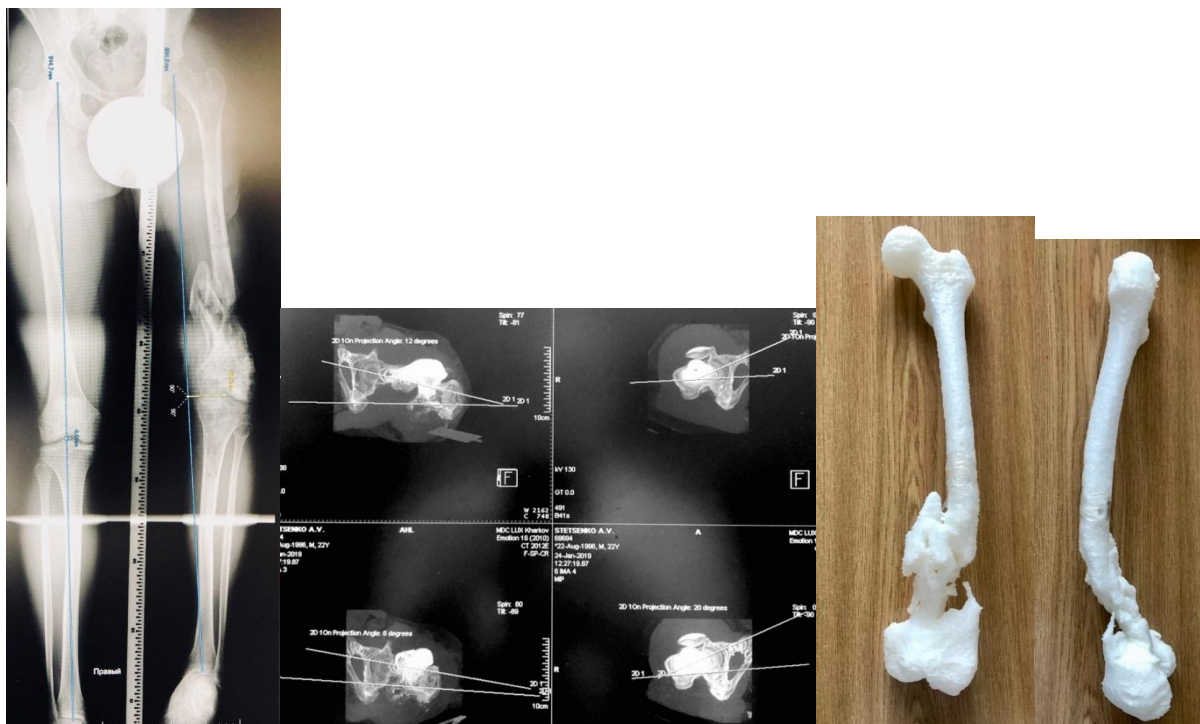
Фотовідбитки рентгенограм та скани хворого С. після обчислення кутів деформації у прямій (А) та аксіальній (Б) проекціях
